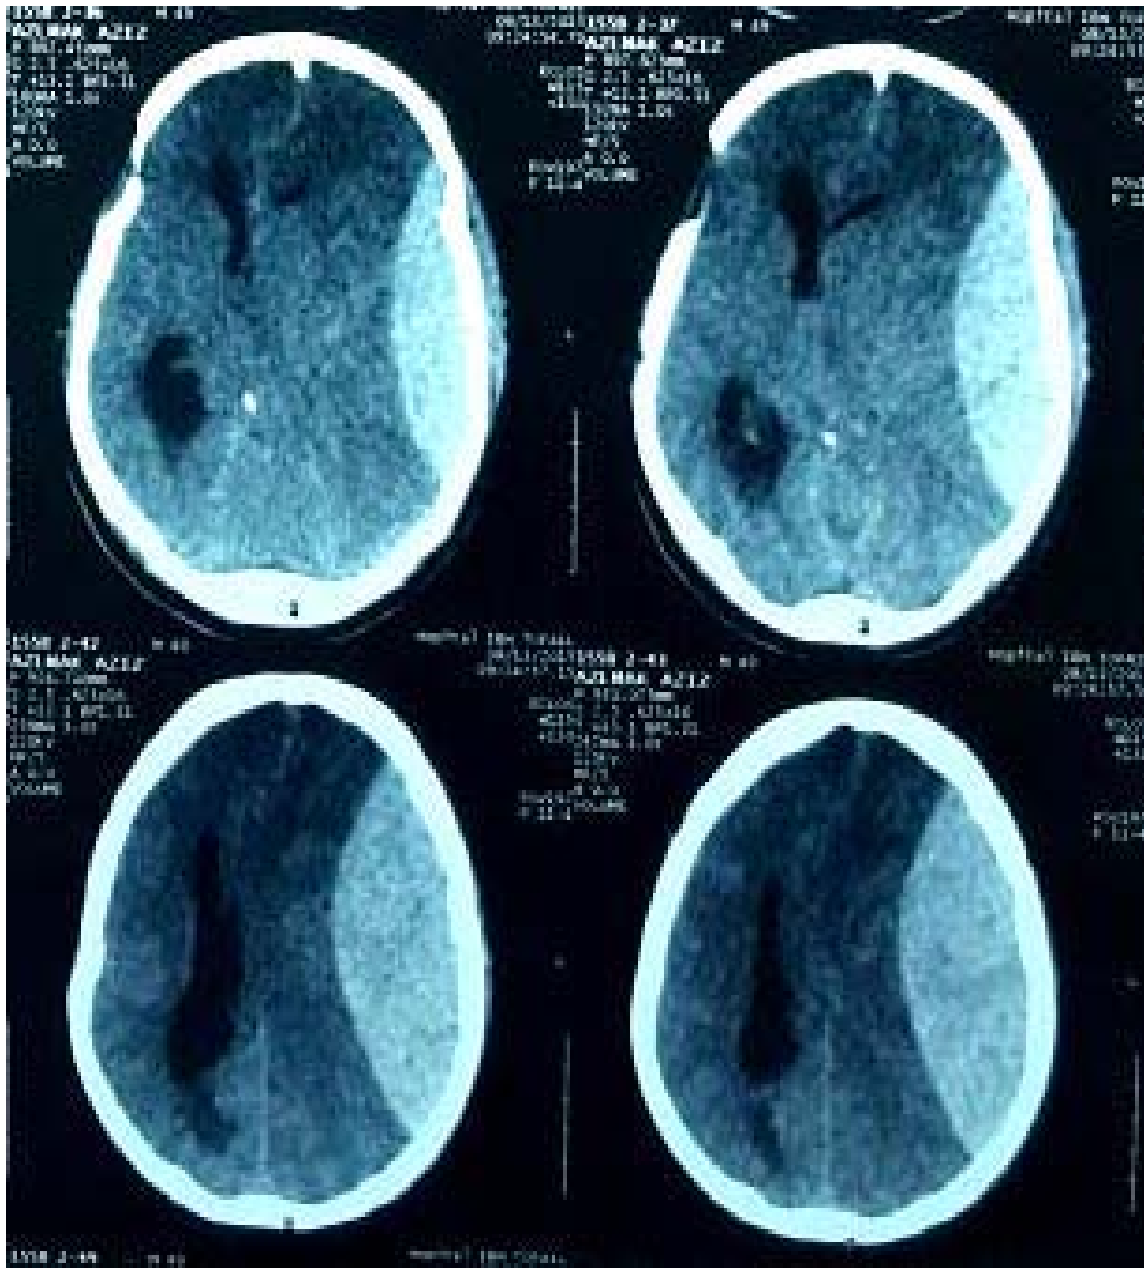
TDM cérébrale fenêtre parenchymateuse coupe axiale sans injection qui montre un HED Fronto-pariétal gauche compressif avec un engagement sous falcorienel.[68]
